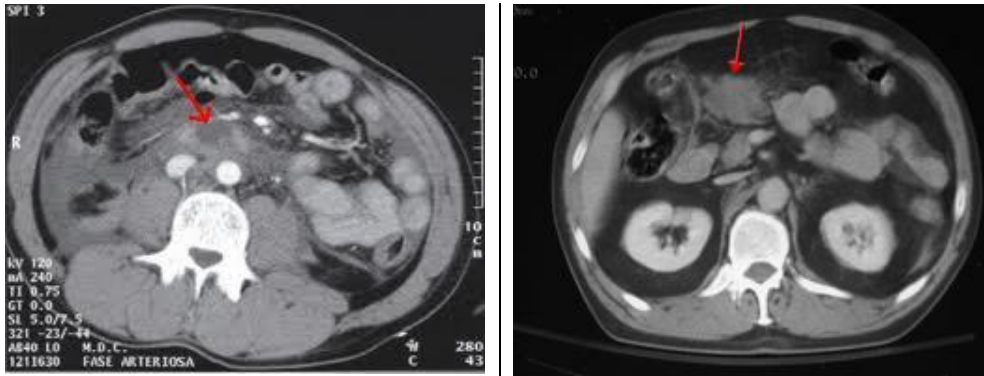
TAC de trauma duodenal.
